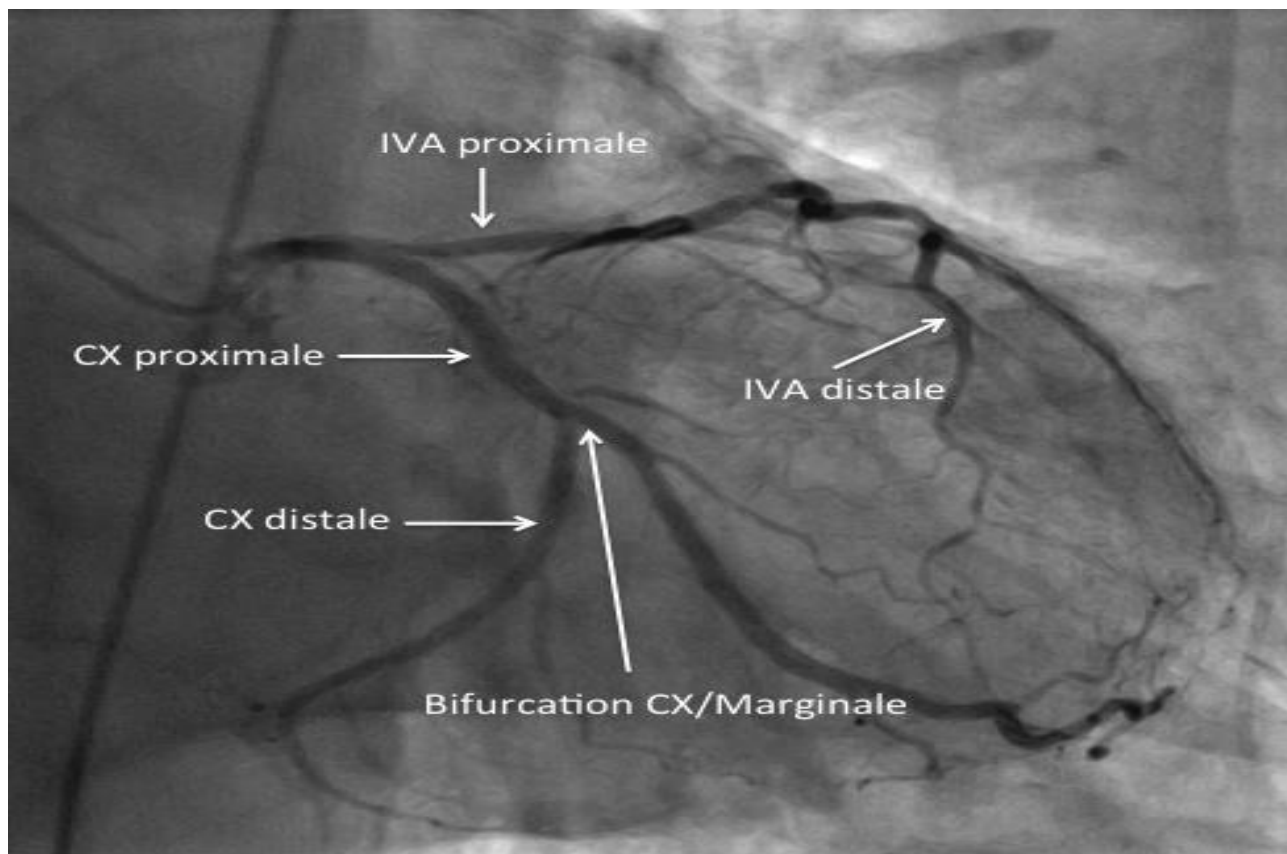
Incidence de face caudale 20° TC, de l'IVA proximale, du réseau CX et des branches marginales.
